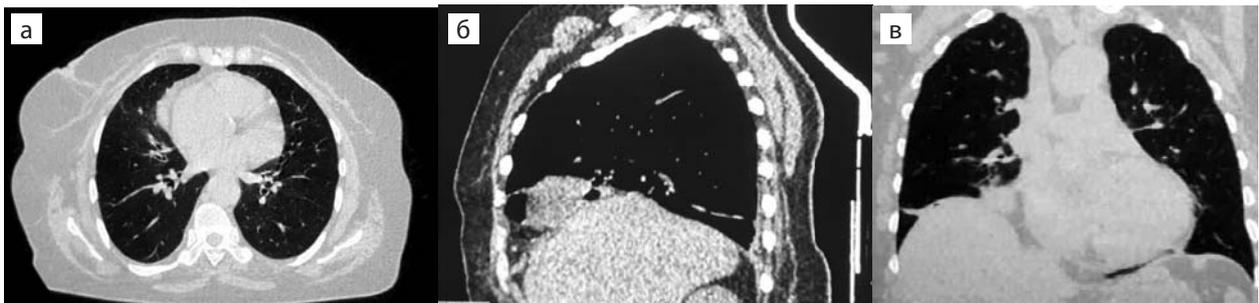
Контрольная КТ через 7 дней (пояснение в тексте): а — поперечный срез на уровне средостения; б — сагиттальная проекция грудной клетки; в — фронтальная проекция грудной клетки
